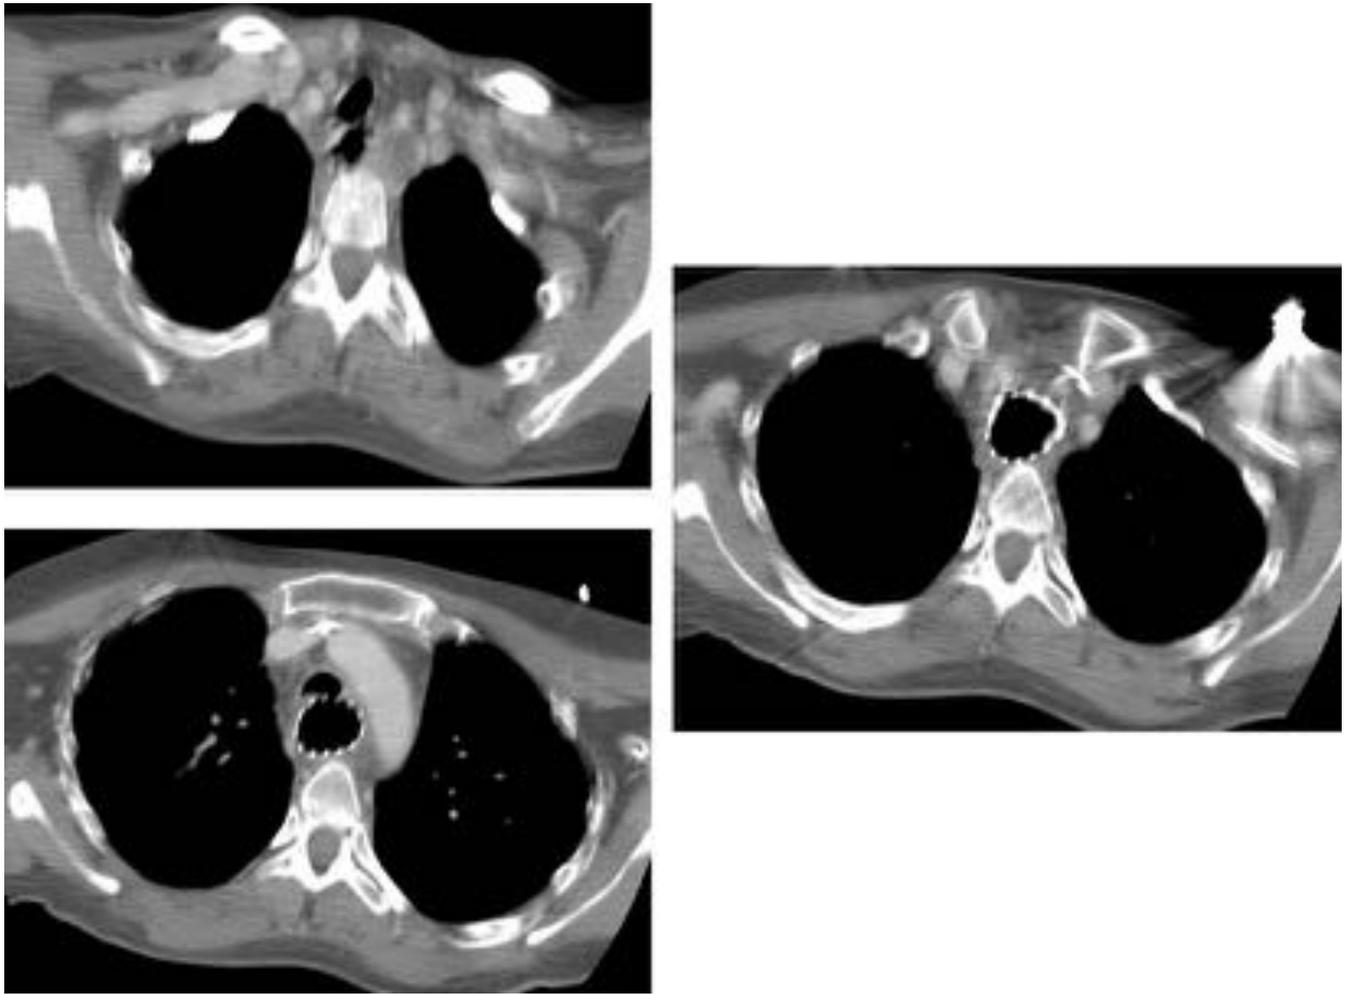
Paciente con stent colocado hace un mes que presenta disnea alta severa. Imágenes de TAC axial y coronal donde se observa una estenosis crítica subglótica condicionada por una compresión extrínseca de la tráquea por la prótesis.
